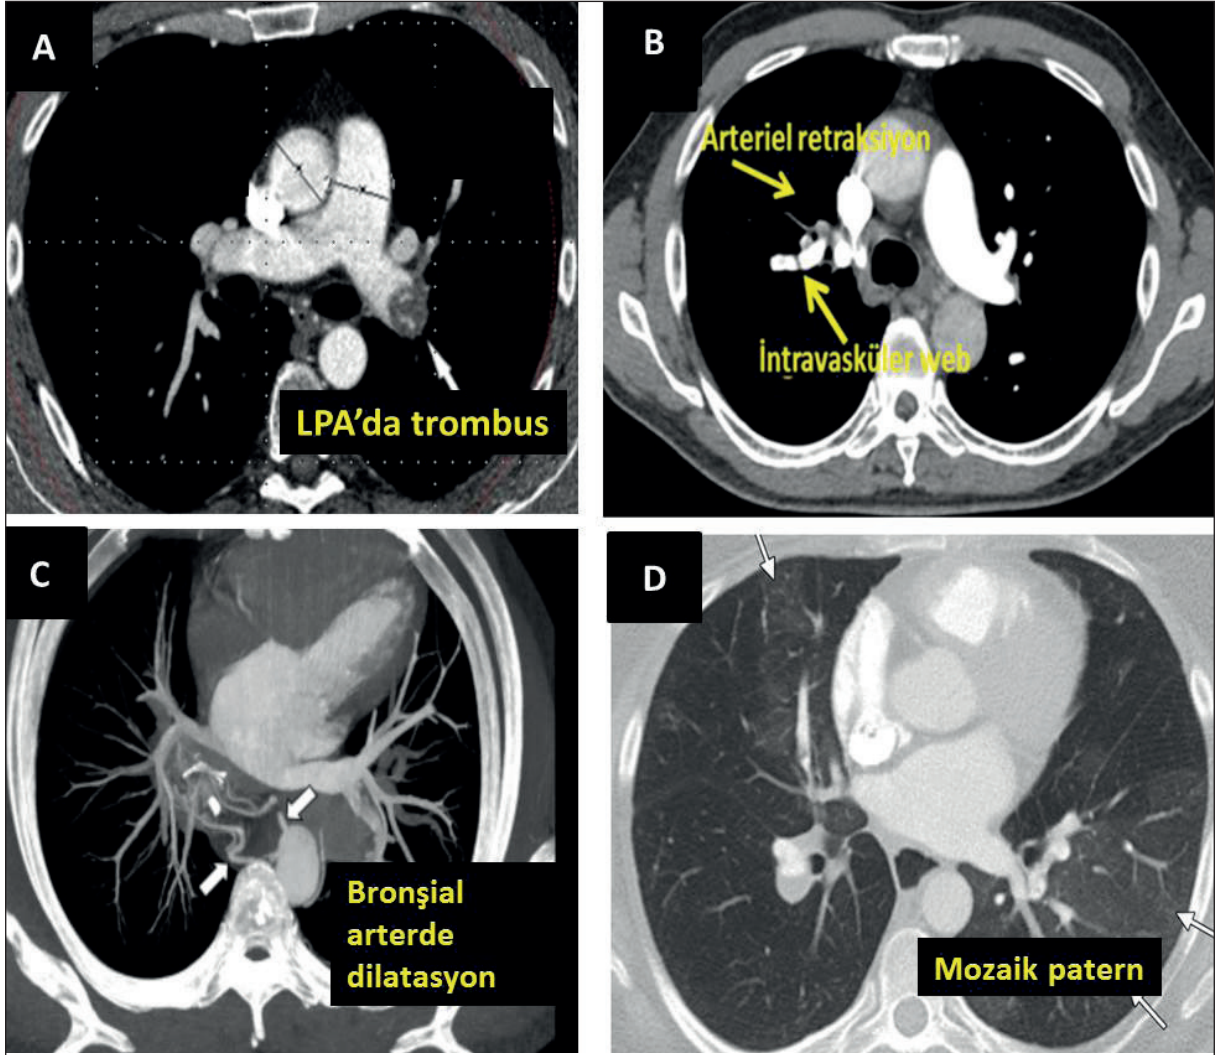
Pulmoner hipertansiyonda kontrastlı toraks tomografide vasküler ve kardiyak bulgular.
